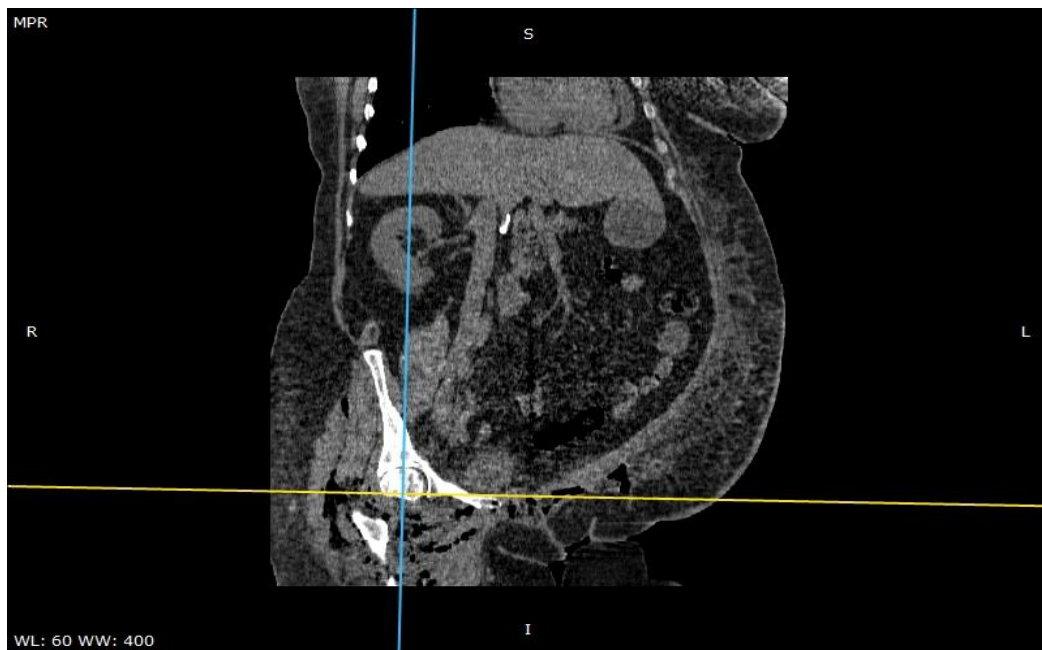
СКТ хворої І., 63 роки, медична карта стаціонарного хворого №424.
